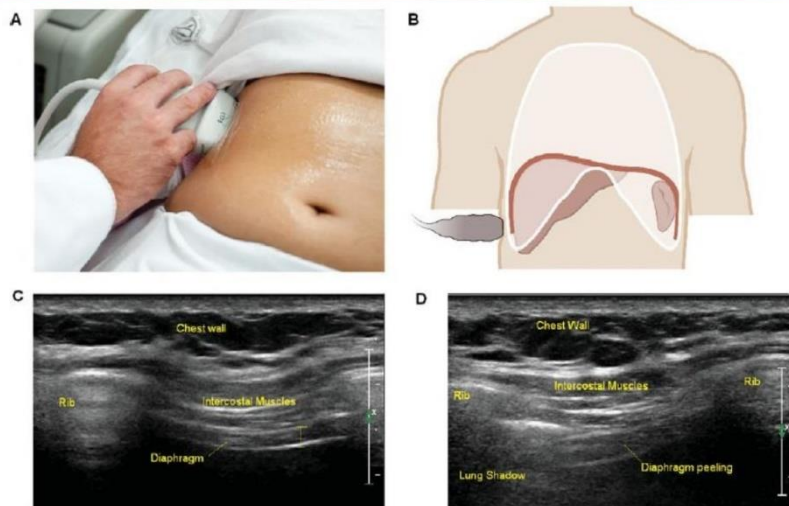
(A) Transducer placement for an intercostal view, with the transducer positioned on the ninth intercostal space in the anterior axillary line. (B) Diaphragm visualization at the zone of apposition using this approach. (C) Corresponding B-mode ultrasonography image, with the left side of the image being cranial. In (D), the patient is inspiring and the diaphragm is seen 'peeling away' from the chest wall. The downward displacement of the lung can also be appreciated.
